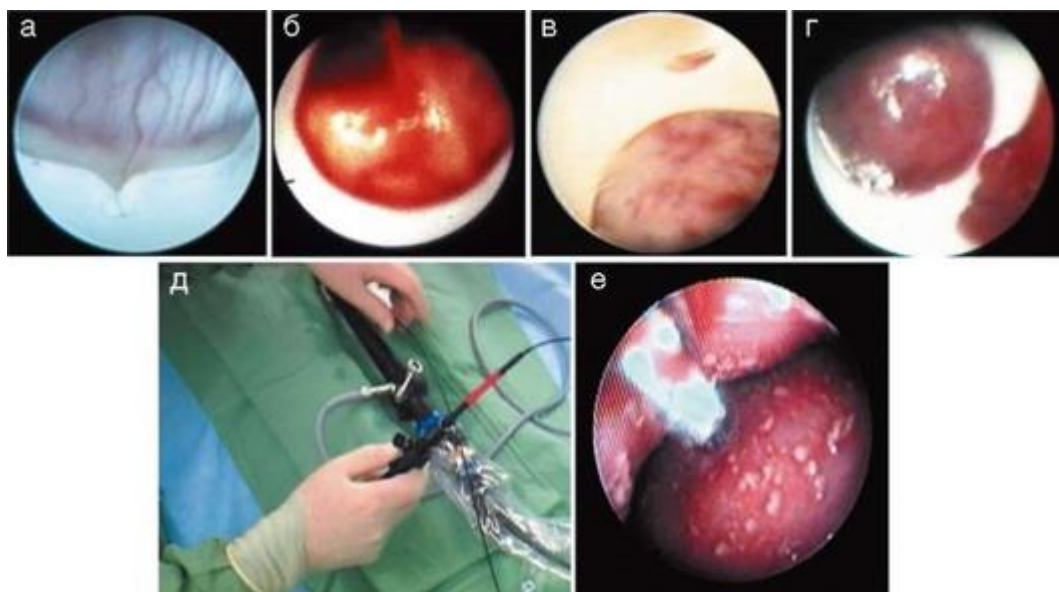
Перикардиоскопия и биопсия перикарда (по Maisch В., 2013 [18]): а-г, е - изображения перикарда, полученные эндоскопически; д, е - техника перикардиоскопии с биопсией (биотом вводится в полость перикарда через ранее установленный торакоскоп, подводится к поверхности перикарда вертикально под эндоскопическим и флюороскопическим контролем); а - листок перикарда с усиленной васкуляризацией; б - слой эпикарда с протрузией от метастаза рака молочной железы; в - неоваскуляризация перикарда с петехиями при злокачественном перикардальном выпоте у пациента с раком бронха; г - кальцификация перикарда при туберкулезном перикардите
